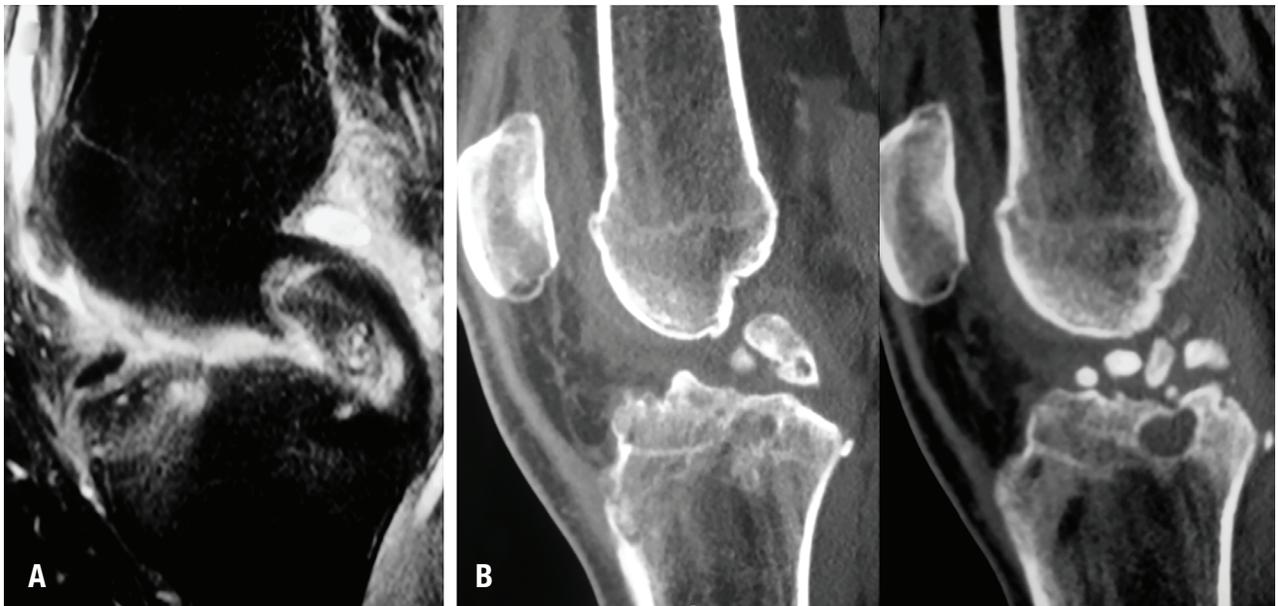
A, RMN Corte Sagital Resonancia T2: Cuerpo Libre Pre LCP. B, TAC Corte Sagital: Múltiples Cuerpos Libres a nivel intercondileo.
